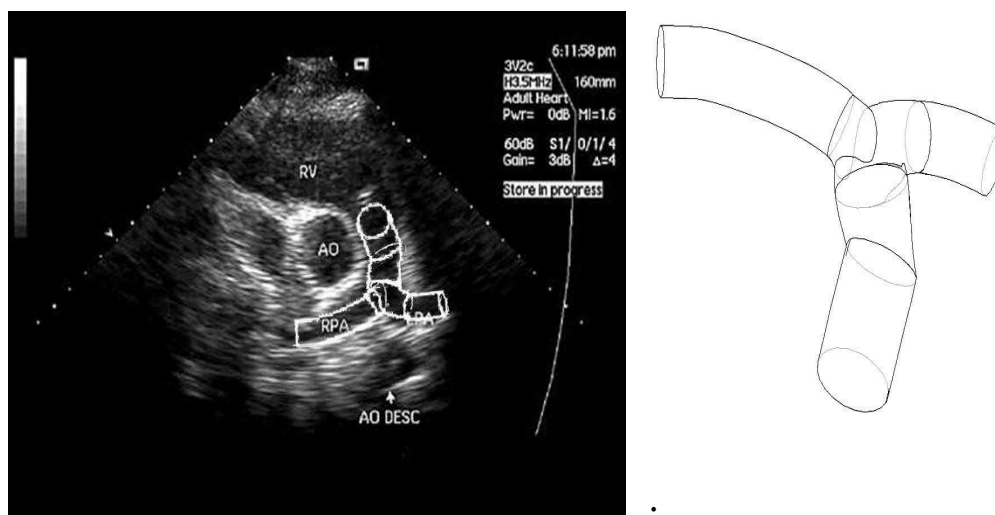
Эхокардиографическая модель ВОПЖ и бифуркации ЛА.
